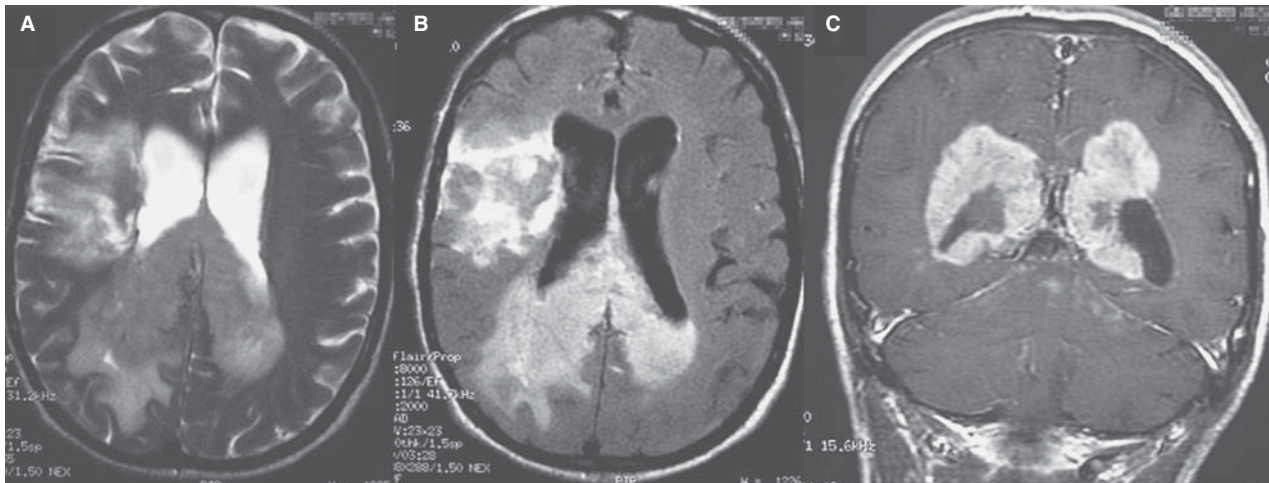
Glioblastoma multiforme. A) RM eco de espín con información T2. B) RM FLAIR. C) RM eco de espín con información T1 y gadolinio. Lesiones expansivas con realce con el medio de contraste en el lóbulo frontal y en la sustancia blanca parietooccipital, compromiso del esplenio del cuerpo calloso.
